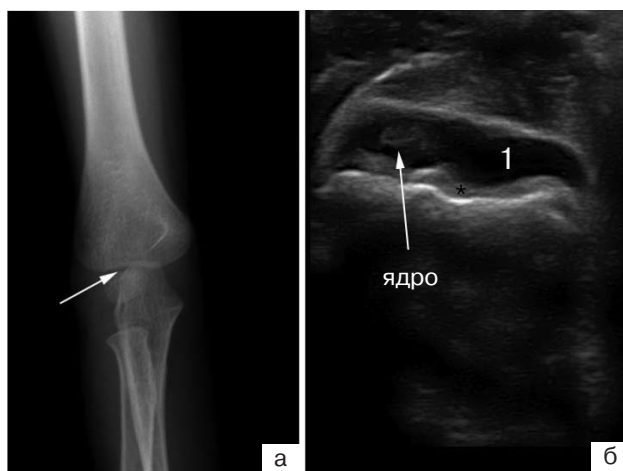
Цифровая микрофокусная рентгенограмма (а) правого локтевого сустава ребенка Н., 4 года, в прямой проекции после травмы правого локтевого сустава. Определяется линия просветления в зоне роста головчатого возвышения плечевой кости (стрелка) – эпифизеолиз. При УЗИ (б) определяется неравномерное расширение зоны роста (*), гемартроз (1)
